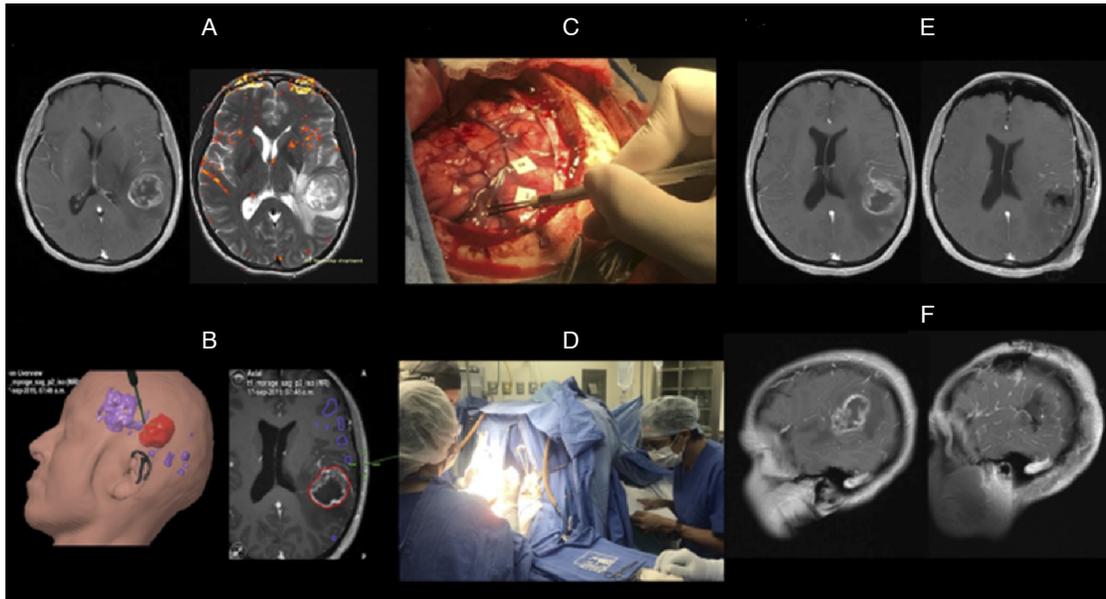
Paciente con diagnóstico de glioblastoma IDH1 no mutado (grado 4 de la WHO CNA5). A. Resonancia magnética (RM) en T1 contrastado y RM funcional con paradigma de lenguaje. B. Planeación en el navegador. C. Estimulación cortical directa para mapeo cerebral. D. Interacción del neuropsicólogo durante la estimulación cortical evaluando el lenguaje. E. y F. Estudio de RM posquirúrgico que evalúa el grado de resección (sin evidencia de tumor residual).
